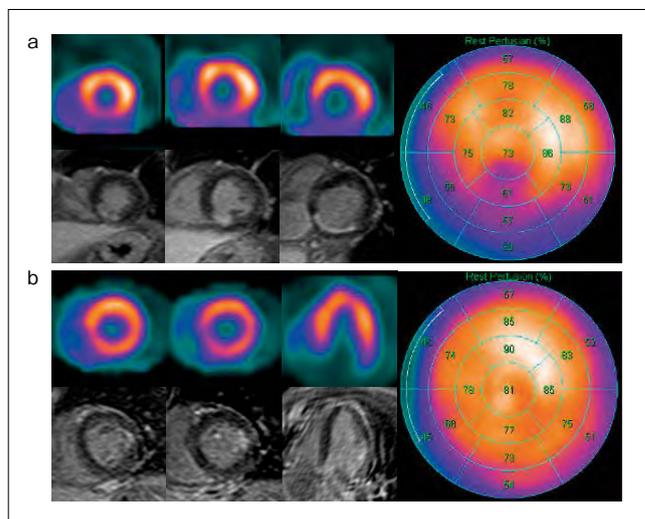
心筋血流SPECTとMRIによる心筋バイアビリティ評価
